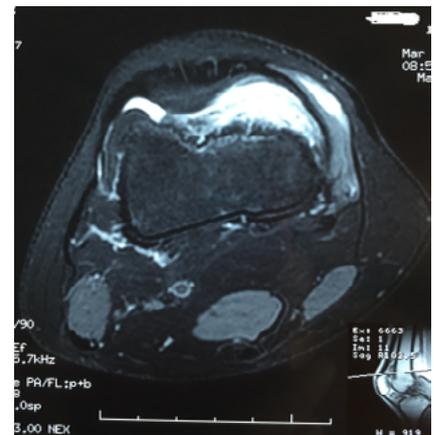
IRM du genou T2 axiale: hypersignal intense.
